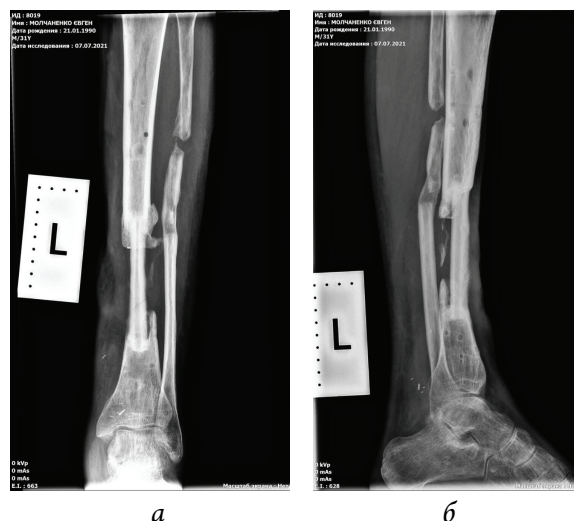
Рентгенологический снимок левой голени больного через 24 мес после пластики малоберцовым перфорантным лоскутом в прямой (а) и боковой (б) проекциях
